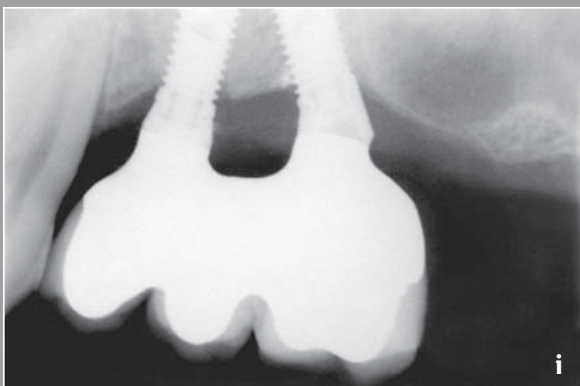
i (Fortsetzung) Klinisches Beispiel einer distalen Zahnücke oben links in Verbindung mit einer gravierenden horizontalen und vertikalen Atrophie infolge eines Implantatmisserfolgs. e) Prächirurgisches Röntgenbild. f) Okklusalansicht mit inserierten Implantaten. g) Okklusalansicht mit eingesetzter Implantatversorgung. h) Lateralansicht der implantatprothetischen Versorgung. i) Röntgenbild nach 2 Jahren Follow-up.
